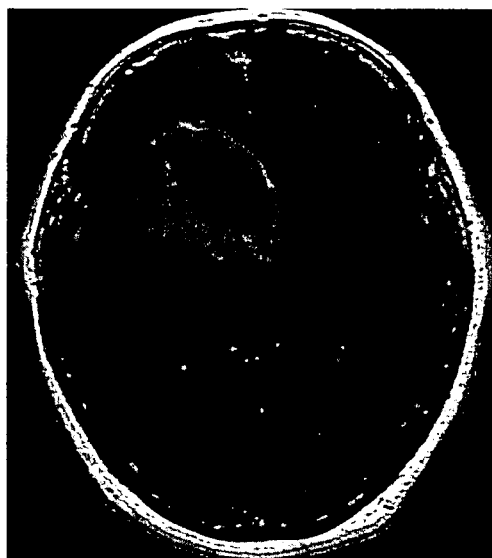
多形性髄芽腫(Gd-DTPA増強によるMRI T1強調画像)数ヵ月間の次第に増強する頭痛を訴えて来院した。リング状の増強効果が認められる。
